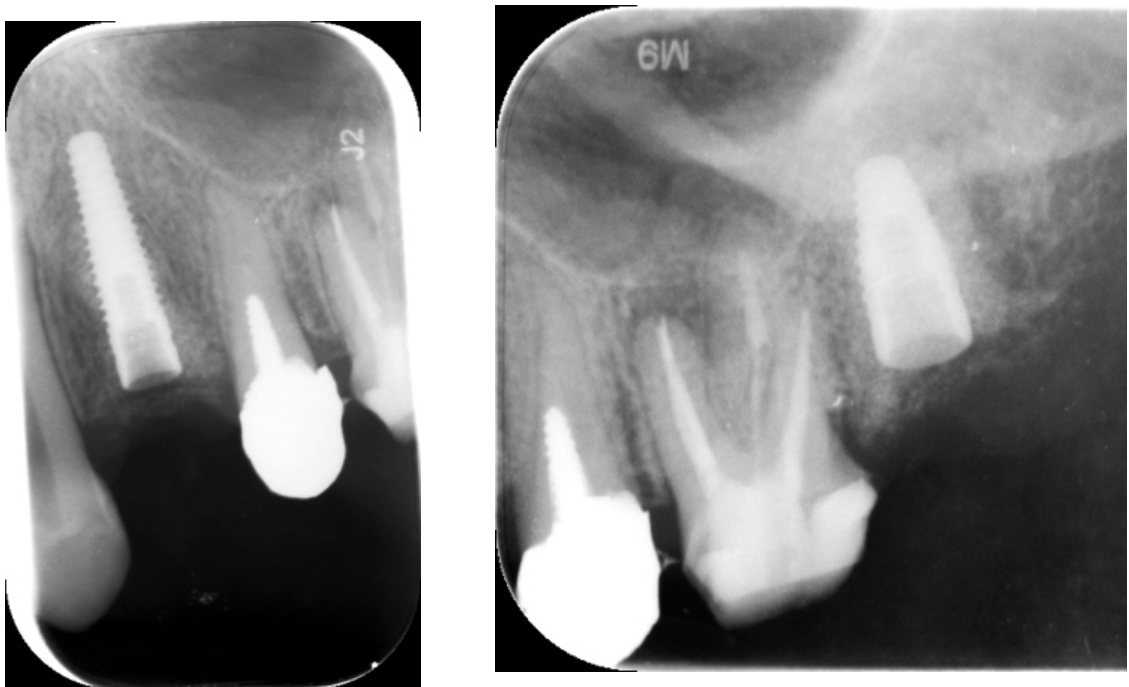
Radiografie successive all'inserimento implantare su 2.4 e 2.7
